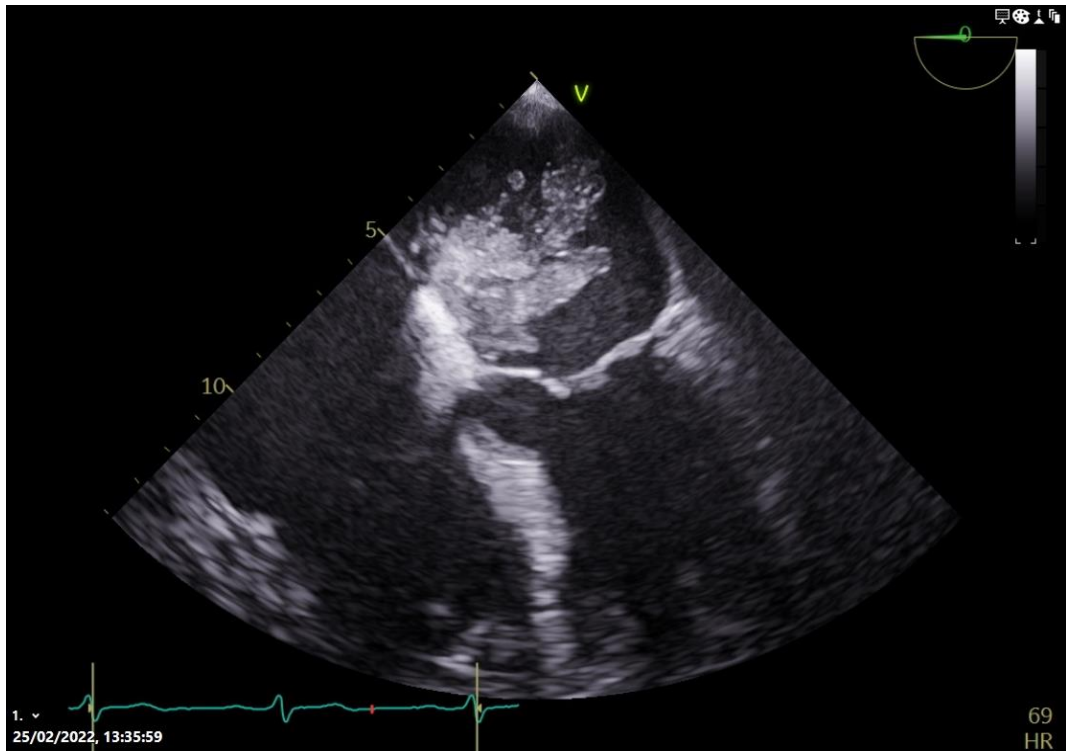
Ecocardiografía transesofágica, proyección medioesofágica apical de cuatro cámaras. Se observa tumoración en aurícula izquierda de ecogenicidad heterogénea y bordes mal definidos.
